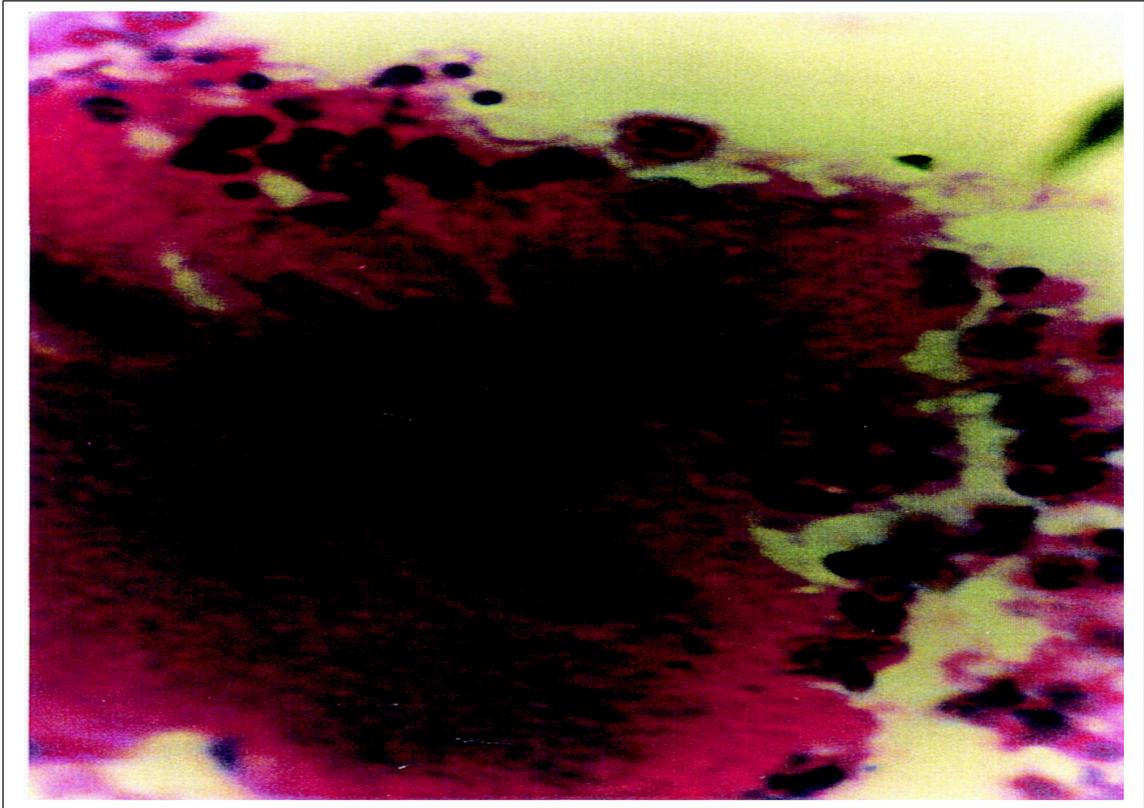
Actinomicosis pulmonar. Colonias bacterianas, infiltrado neutrófilo y hematíes. Diagnóstico por punción biopsia pulmonar con aguja fina, guiada por TAC. Citología. Coloración Hematoxilina-Eosina. 40 X.
